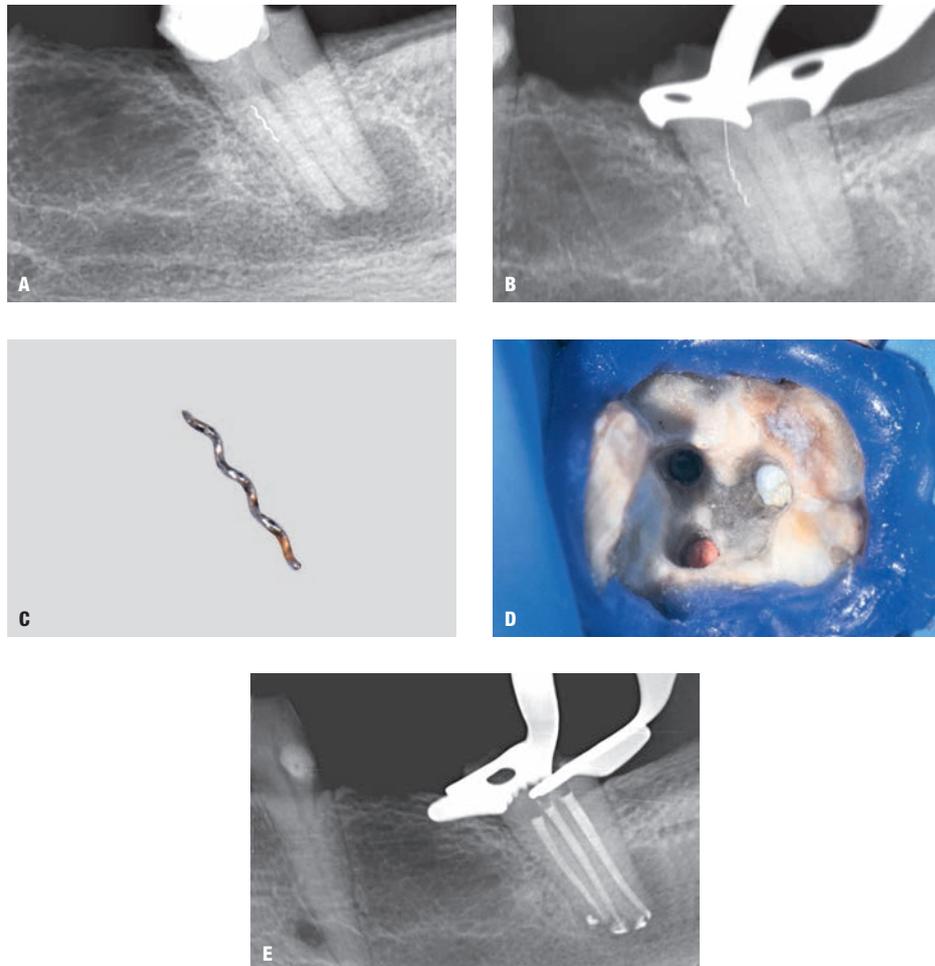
(a) Radiografia preoperatoria di un secondo molare inferiore di sinistra in cui si nota la presenza di un frammento di lentulo fratturato in uno dei canali della radice mesiale con presenza di una estesa lesione periapicale. (b) Radiografia intraoperatoria con uno strumento inserito nel canale e bloccato dal frammento. (c) Immagine del frammento fratturato rimosso dal canale. (d) Immagine clinica dell'imbocco del canale mesio-linguale dopo la rimozione del frammento. (e) Radiografia intraoperatoria al termine dell'otturazione canalare.
